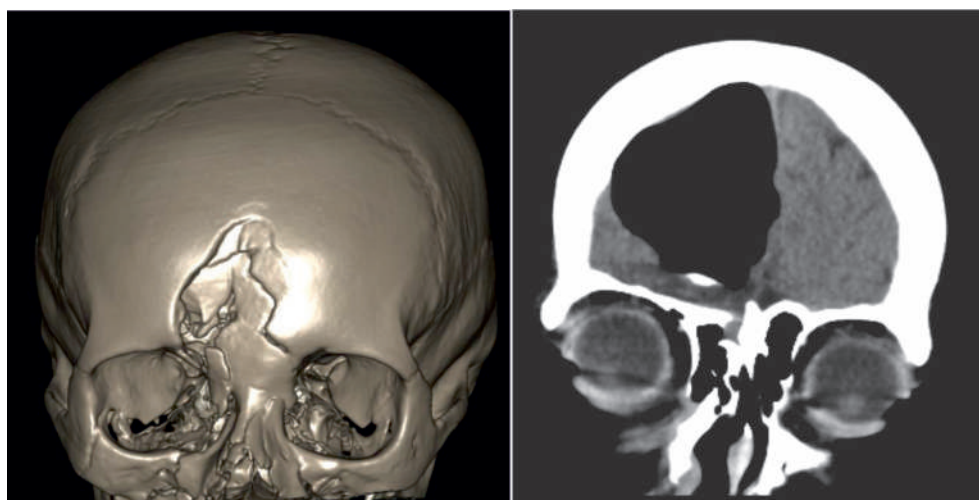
на КТ головы при поступлении (на 50 сутки после травмы): признаки вдавленного перелома лобной кости с переходом верхней стенки орбиты с обеих сторон, перелом скуловой кости с обеих сторон, оскольчатые переломы стенок лобных, гайморовых пазух и решетчатой пазухи и перелом костей носа. Пневмоцефалия. При введении контрастного вещества эндлюмбально (Вигиксинол 10мл), источника назальной ликвореи не удалось верифицировать.
